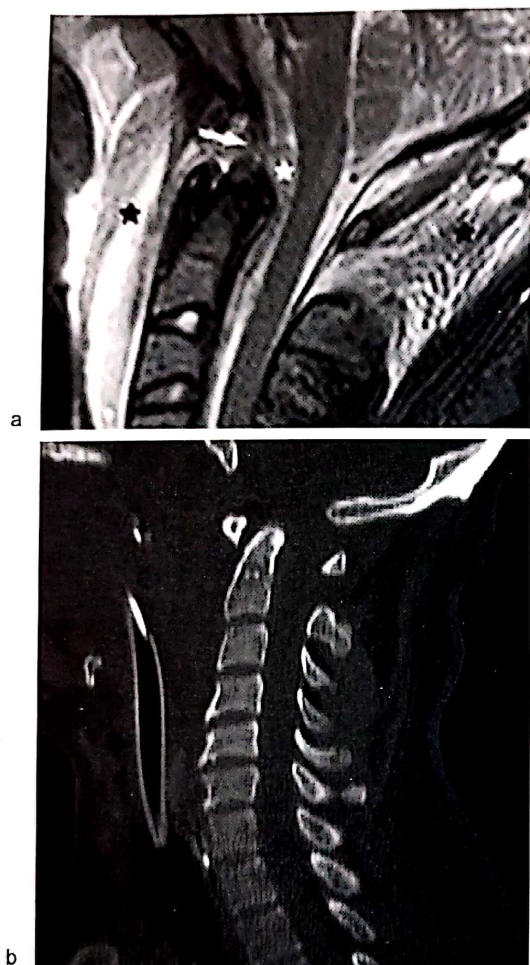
Luxație atlantooccipitală. a. Imagine IRM care arată edem al părților moi, hematom epidural anterior de trunchiul cerebral, precum și ruperea membranei tectoriale. b. CT cu reconstrucție sagitală.
